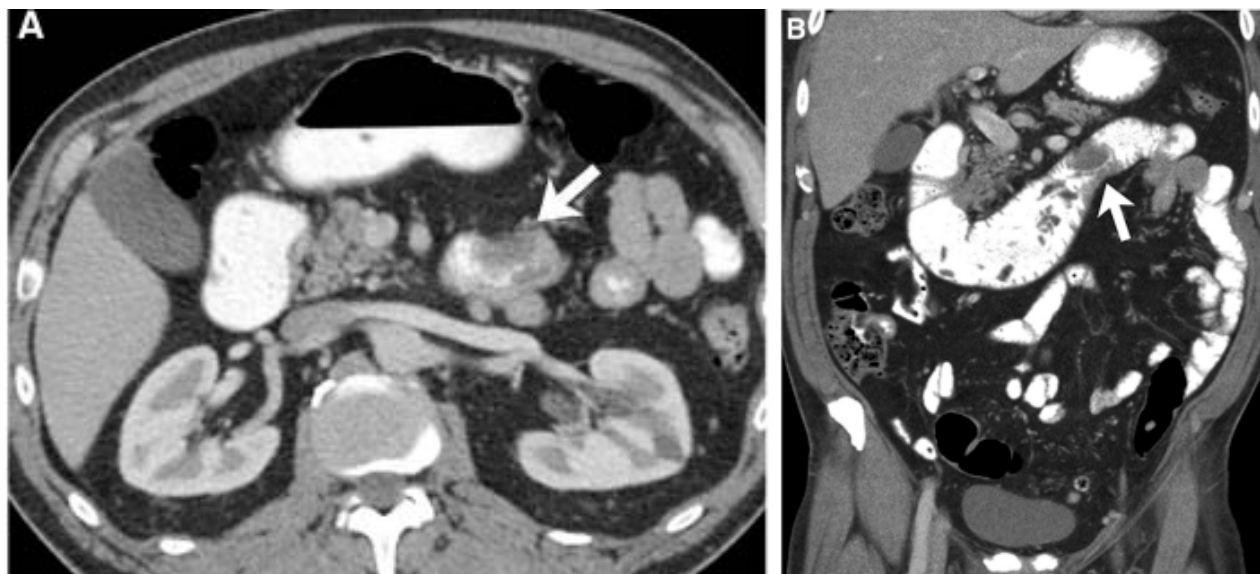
Images TDM à coupes axiale et coronale (A, B) avec injection de PDC montrant une lésion du D4 endoluminale (flèche) sans signe d'extension extra-murale ; avec une légère dilatation du duodénum proximal[49].
